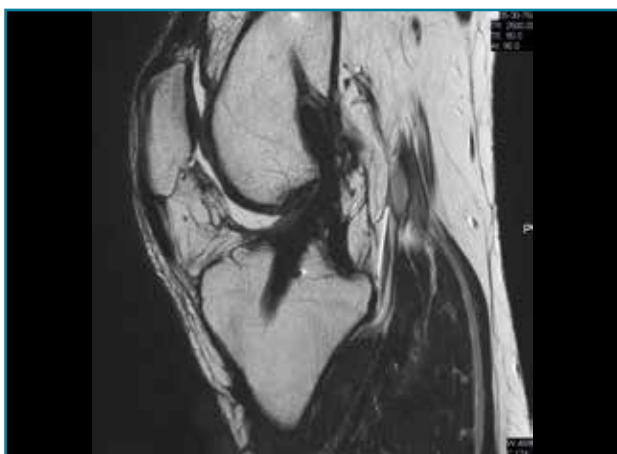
Corte sagital oblicuo T2 de resonancia magnética de rodilla: plastia del ligamento cruzado anterior íntegra.
